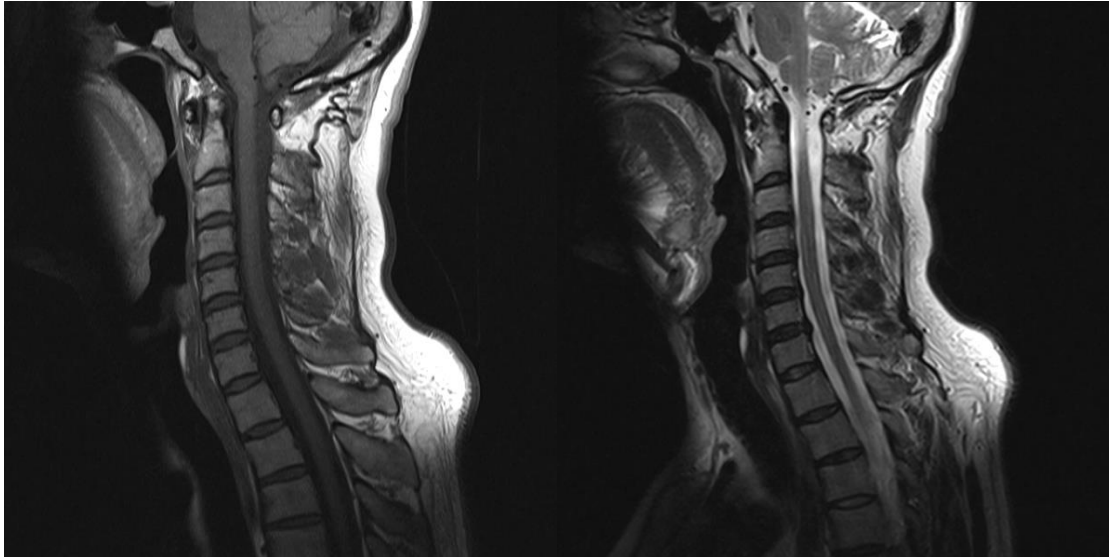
Secuencia sagital T1 y T2 de resonancia magnética.
